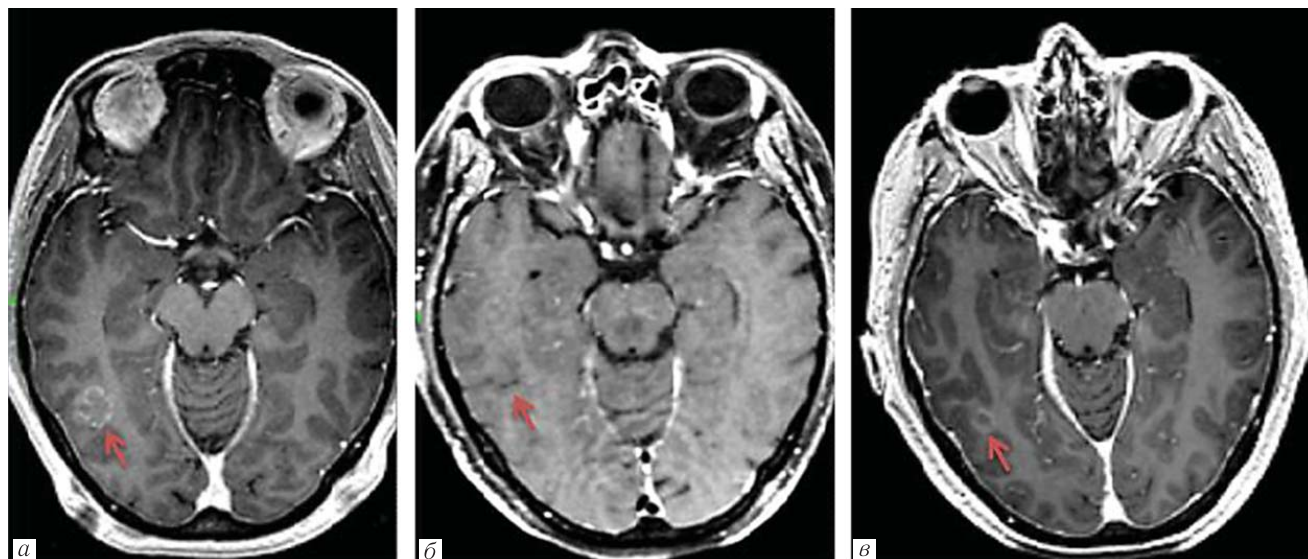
МРТ с изображением динамических изменений объема метастатического очага в правой затылочной доле. Метастатический очаг указан стрелкой. *а* — в день проведения стереотаксической радиохирургии; *б* — через 4 месяца; *в* — через 13 мес после проведения стереотаксической радиохирургии
